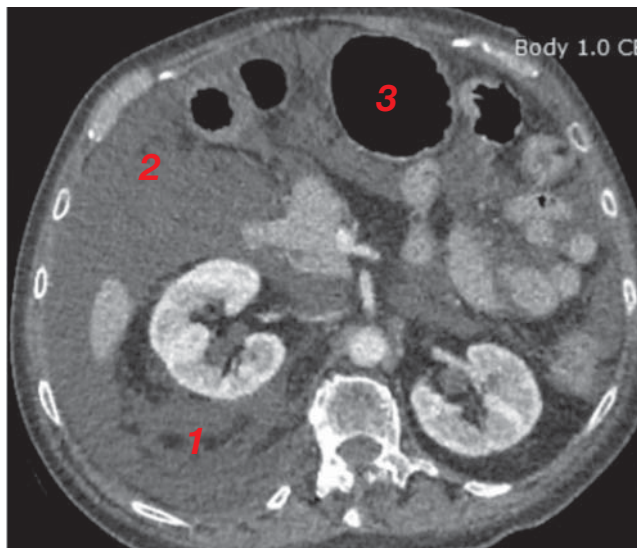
Отёк забрюшинного пространства и паранефральной клетчатки справа (1); свободная жидкость в брюшной полости (2); желудок, раздутый газом (3), по данным компьютерной томографии.
